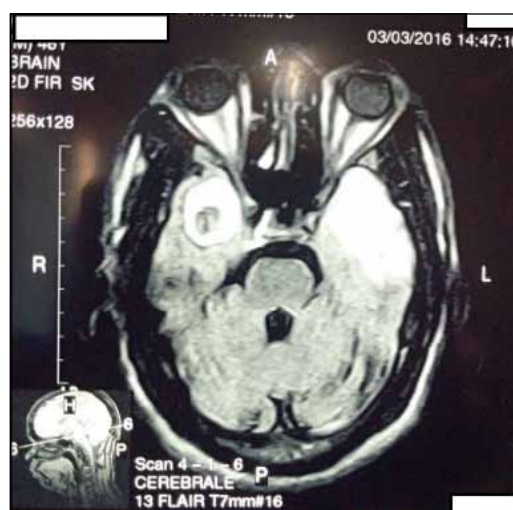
IRM encéphalique. Séquence Flair montrant des lésions bihémisphériques bi-temporales avec œdème périlésionnel plus marqué à gauche.
